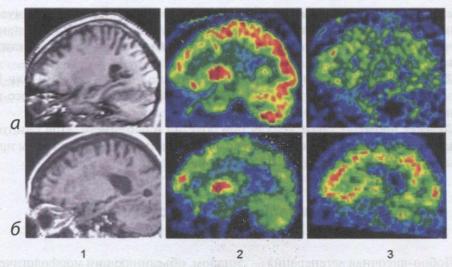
МРТ (1), позитронная эмиссионная томография с определением накопления глюкозы (2) и оодержания β-амилоида (3) в норме (а) и при болезни Альцгеймера (б). При болезни Альцгеймера наблюдаются атрофия (1), снижение накопления глюкозы (красный цвет) (2), увеличение β-амилоида (красный цвет) (3)
